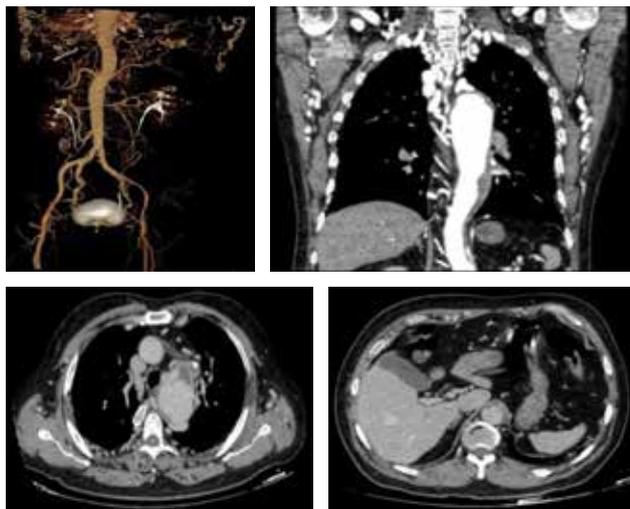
Angio-TAC inicial en 2023, se observa coartación aórtica y disección aórtica Stanford B.
